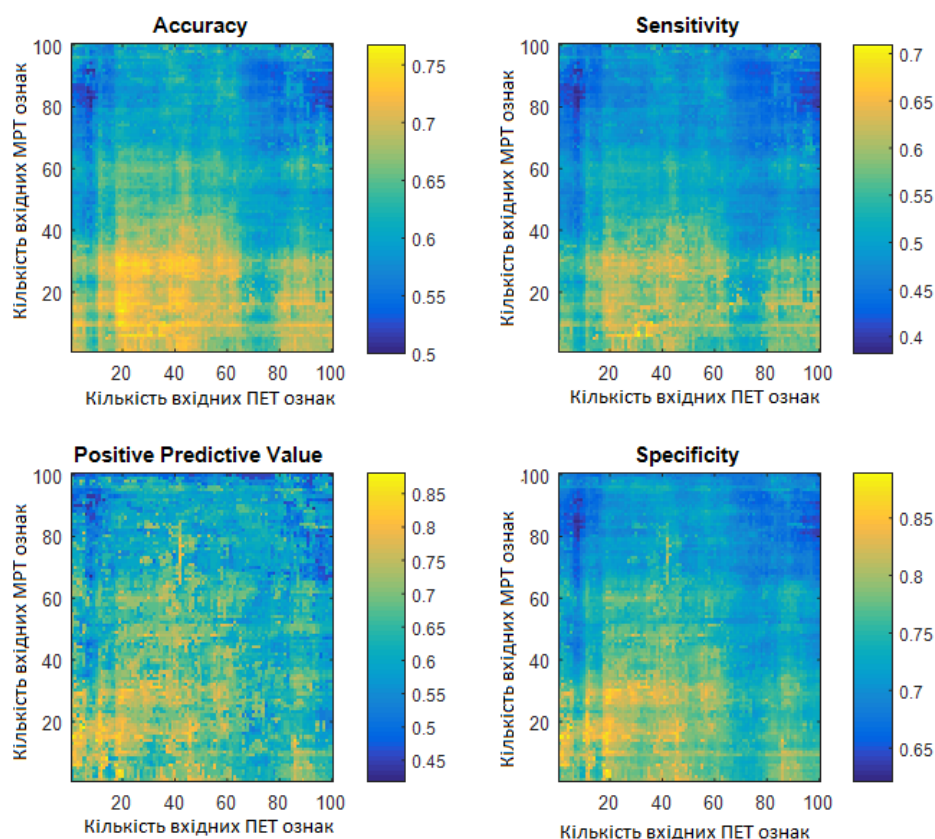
Мапи розраховані як функція від кількості ознак отриманих на основі МРТ- та ПЕТ-зображень, в якій колір відповідає стандартним діагностичним мірам: А) AD проти NOR; Б) MCI проти AD; В) NOR проти MCI, аркуш 1
